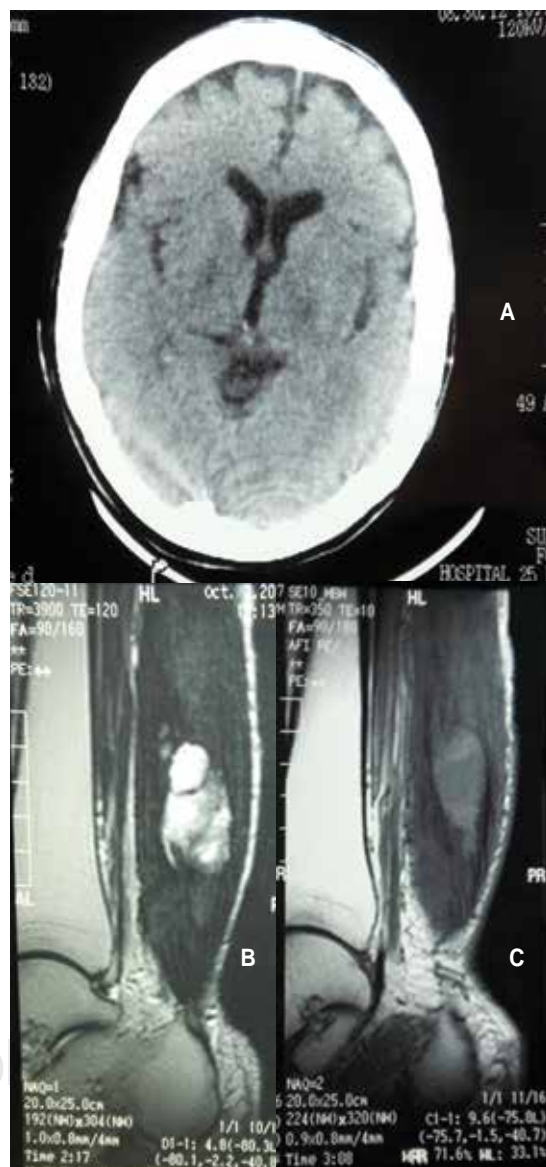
A) TAC de encéfalo con contraste muestra marcada atrofia del lóbulo frontal. B y C) RMN de miembros inferiores, en T1 y T2 respectivamente, se observan imágenes compatibles con xantomas tendinosos.
